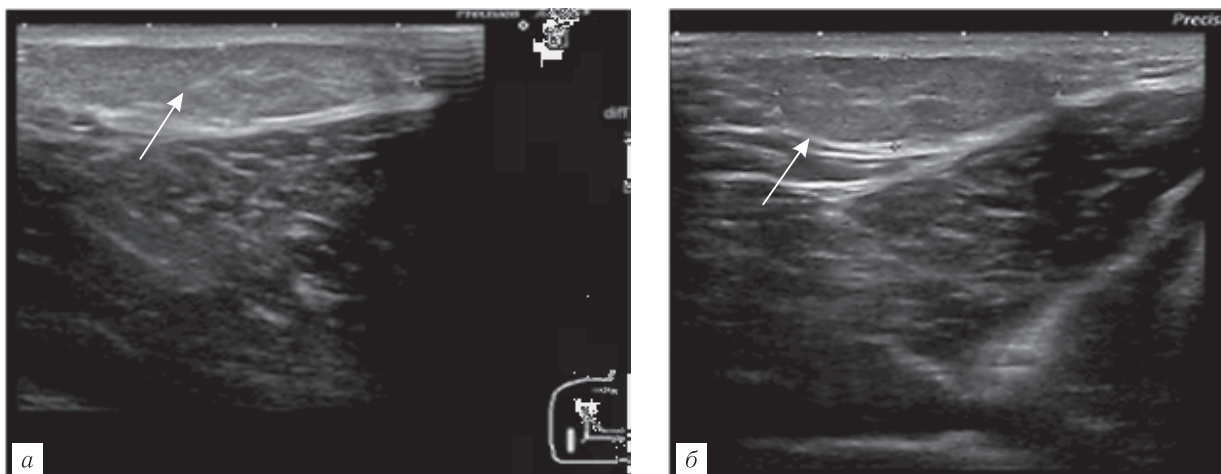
Больной Л., 43 года. Поверхностная липома локтевого сустава: *а* — УЗИ, В-режим, продольное сканирование; *б* — УЗИ, В-режим, поперечное сканирование. В подкожно-жировой клетчатке изоэхогенное образование, ограниченное четкой капсулой (стрелка).
